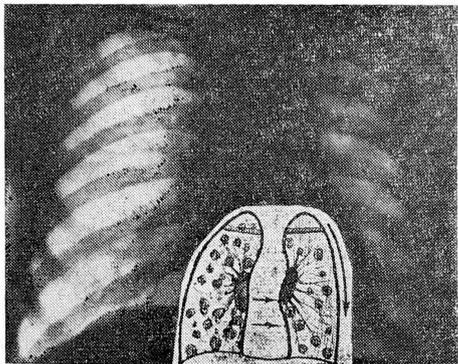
Рентгенограмма больного В., 42 лет.
